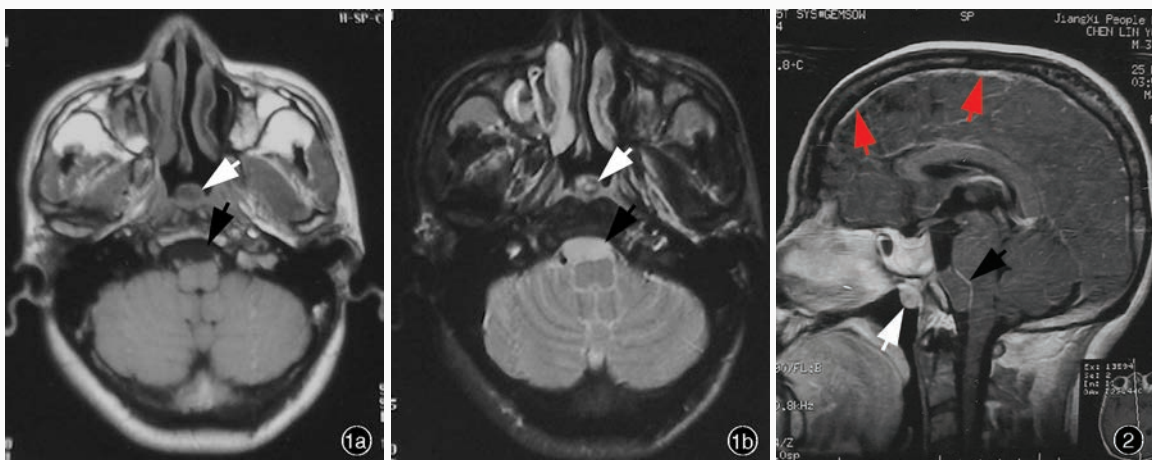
2001 年 7 月头部 MRI 检查所见 1a 横断面 T₁WI 显示, 桥前池囊性异常信号影, 呈均匀低信号 (黑箭头所示), 可见鼻咽部软组织信号影, 强度不均匀 (白箭头所示) 1b 横断面 T₂WI 显示, 桥前池病变呈高信号 (黑箭头所示), 可见鼻咽部混杂软组织信号影 (白箭头所示) 图 2 2007 年 2 月矢状位增强 T₁WI 显示, 大脑半球脑沟内点状或线样异常强化 (红箭头所示), 桥前池病变呈略等信号, 周围可见轻度线样环形强化 (黑箭头所示), 鼻咽部病变呈结节状强化 (白箭头所示)
